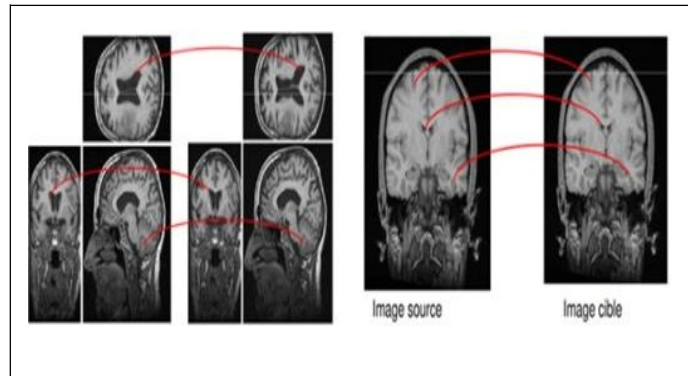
35 Exemple recalage IRM cérébrale (voxels) image 3D
